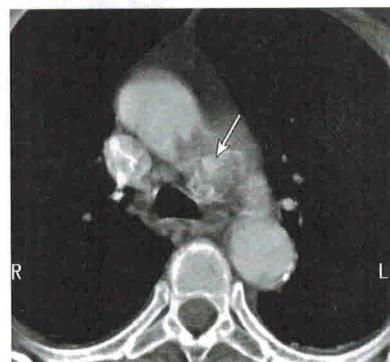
Пожилой больной после автомобильной травмы. Объясняется ли повреждение предсуществующей атеросклеротической язвой (стрелка) или травматической псевдоаневризмой при атеросклерозе аорты? Пациенту выполнили внутрисосудистое УЗИ, подтвердившее наличие изъязвленной бляшки
